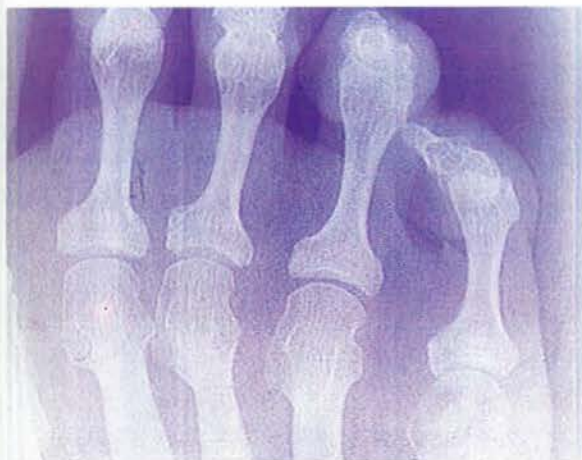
Cuarto y quinto dedos en martillo. Radiografía pre-operatoria.
